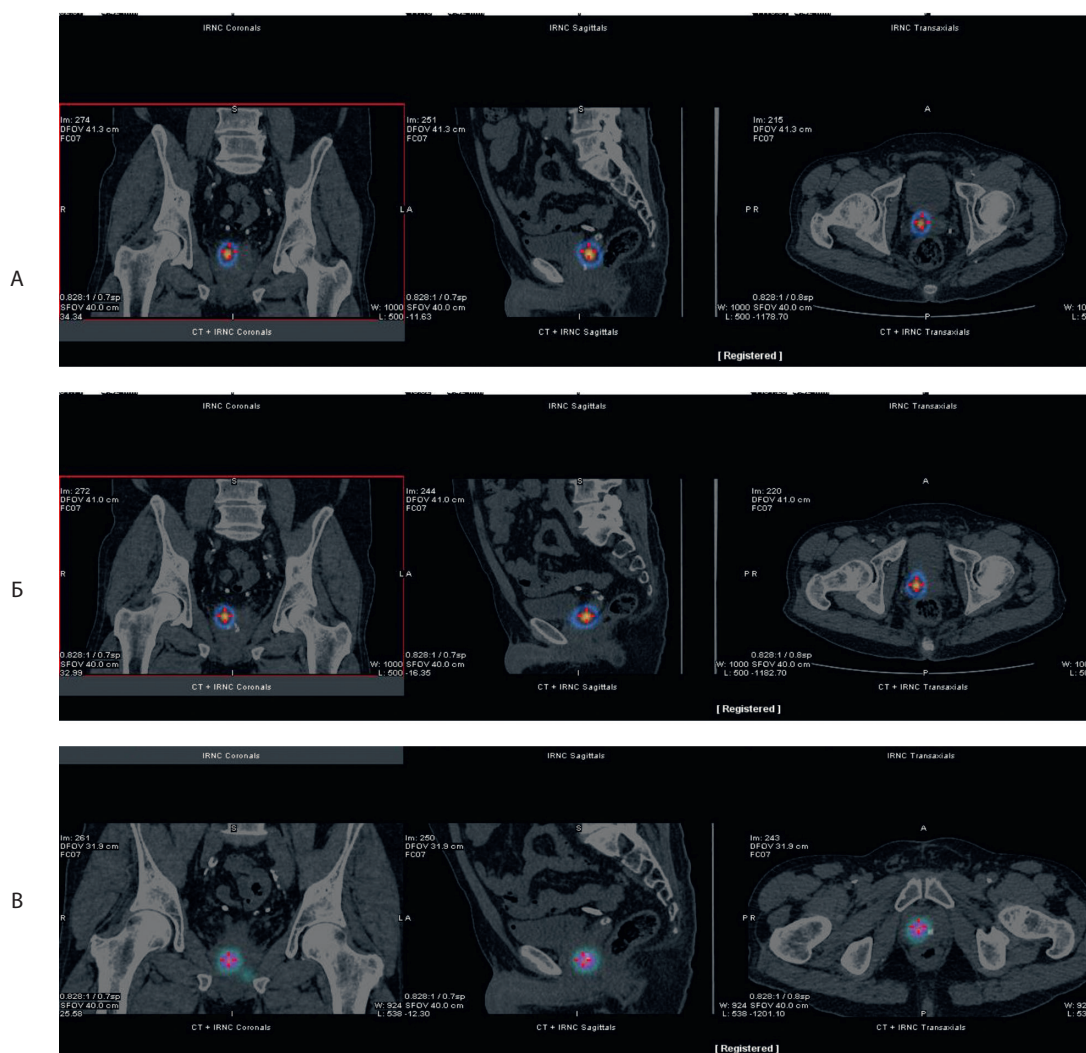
Гибридное исследование ОФЭКТ/КТ пациента ШЮВ через 30 мин (А), 12 часов (Б) и 24 часа (В) после введения РФП
